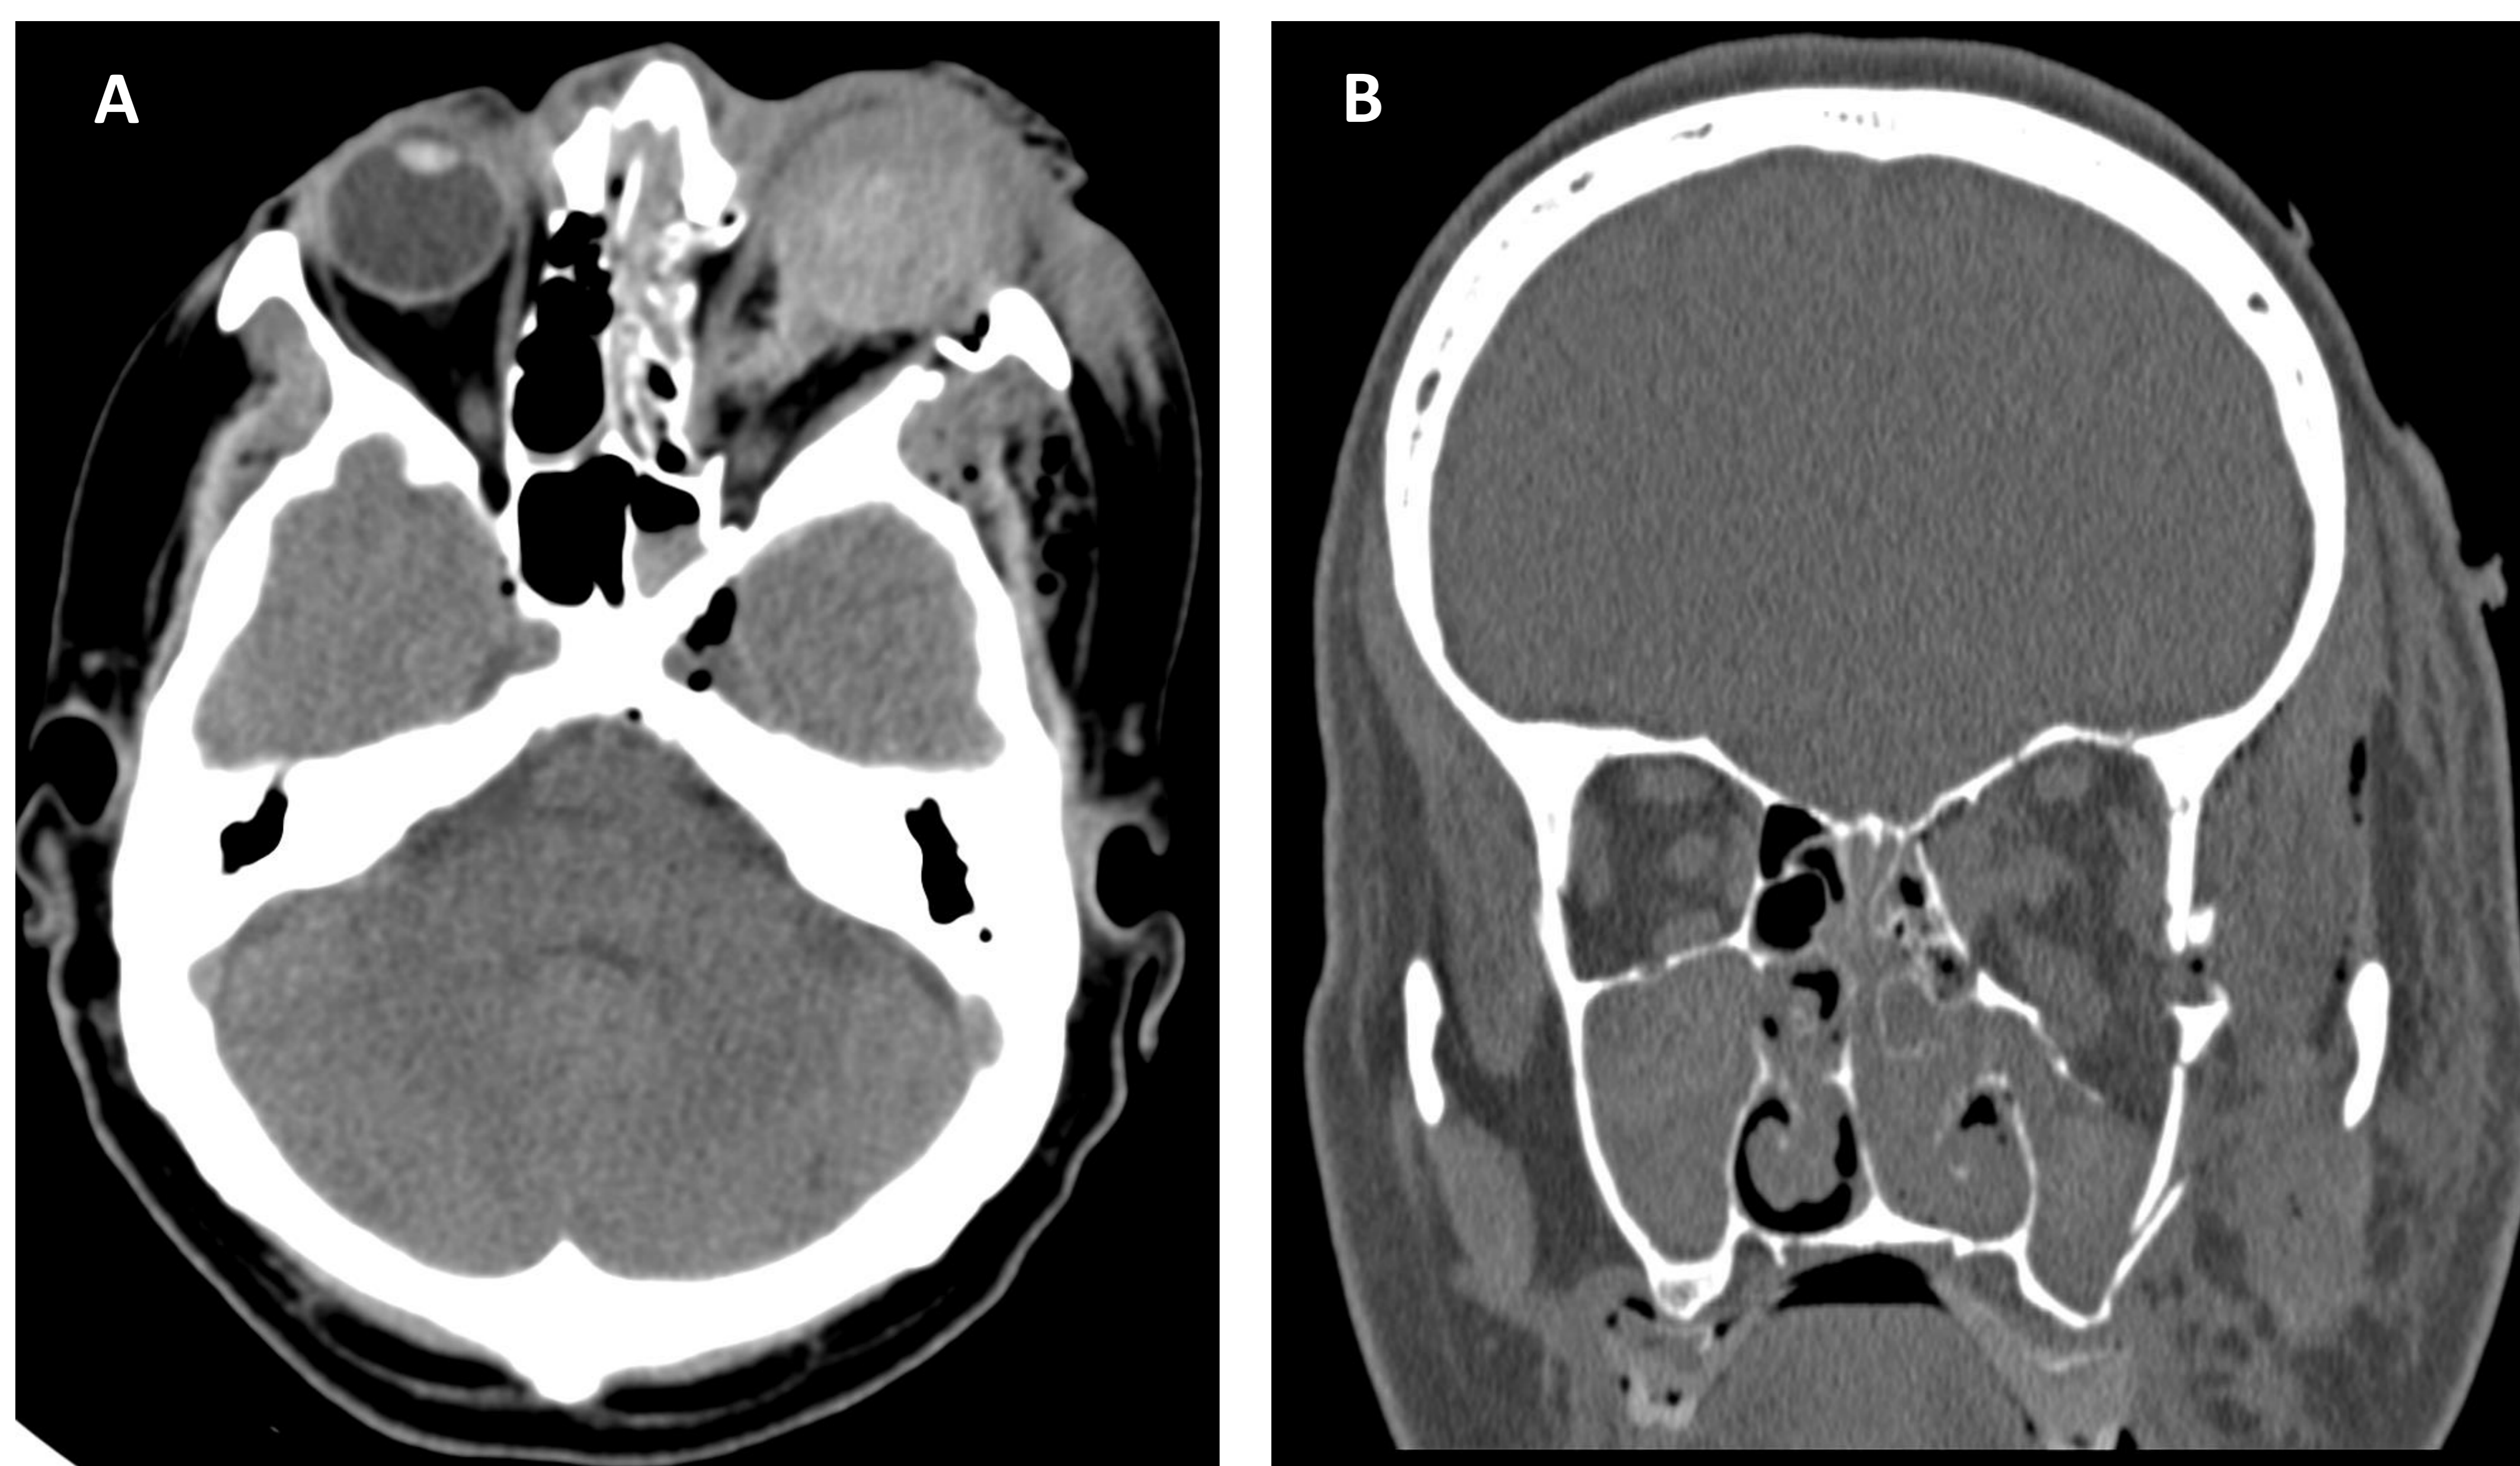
Imágenes de TC en paciente con importante traumatismo facial que acude a urgencias con pérdida visual del ojo izquierdo.
